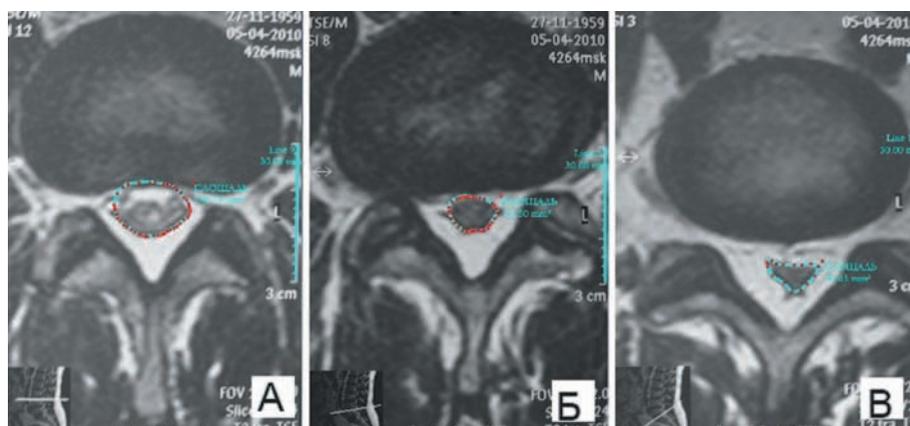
МРТ пациента с эпидуральным спинальным поясничным липоматозом в аксиальной плоскости, режим T2 W1. Пунктиром отмечено поперечное сечение дурального мешка. А — аксиальный срез на уровне диска позвонков L3-L4. Площадь поперечного сечения дурального мешка составила 148,79 мм². Б — аксиальный срез на уровне диска позвонков L4-L5. Площадь поперечного сечения дурального мешка составила 63,50 мм². В — аксиальный срез на уровне диска позвонков L5-S1. Площадь поперечного сечения дурального мешка составила 41,61 мм².
